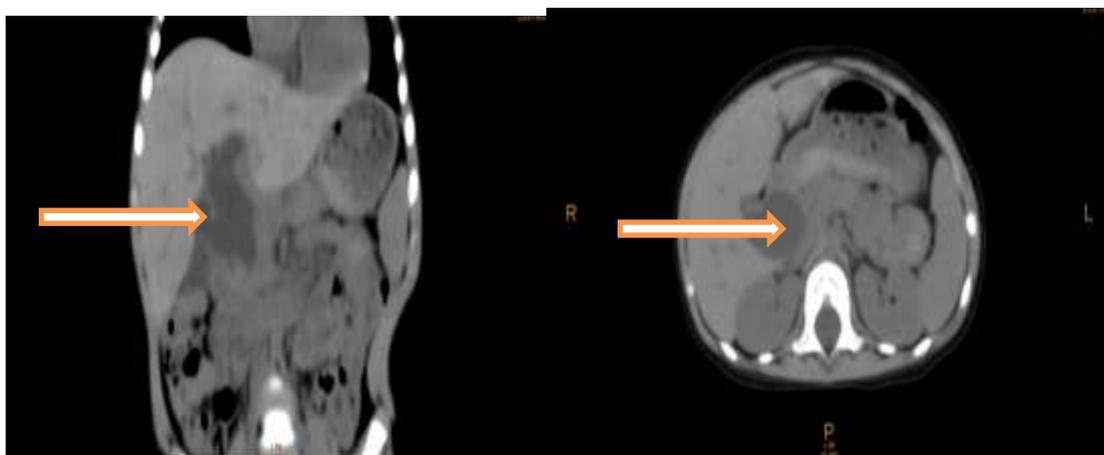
Больной А. Н. 2 года Компьютерные томограммы при кистозной трансформации холедоха: а — фронтальный; б — поперечный срезы; киста холедоха указана стрелкой. Определяется расширение наружных ЖВП.
